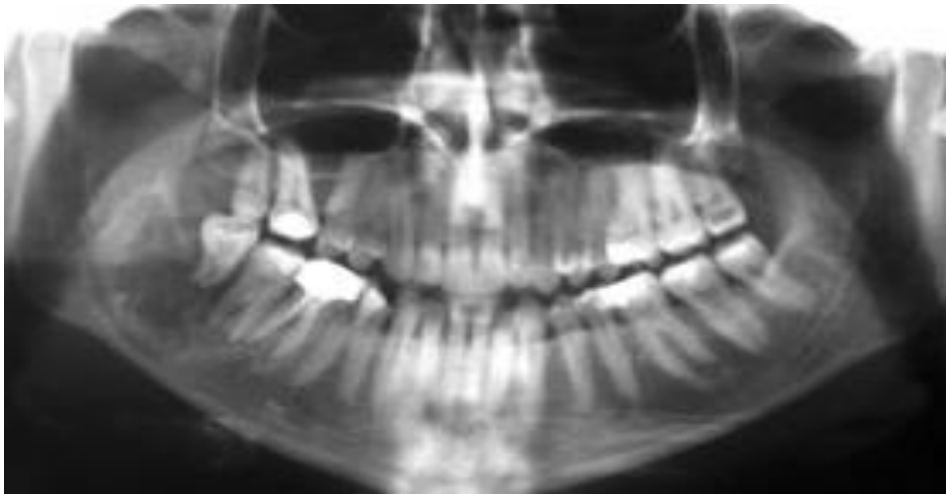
Radiografía panorámica de un mixoma odontogénico en donde se observa una lesión unilocular en la rama de la mandíbula de lado derecho. <sup>6</sup>
